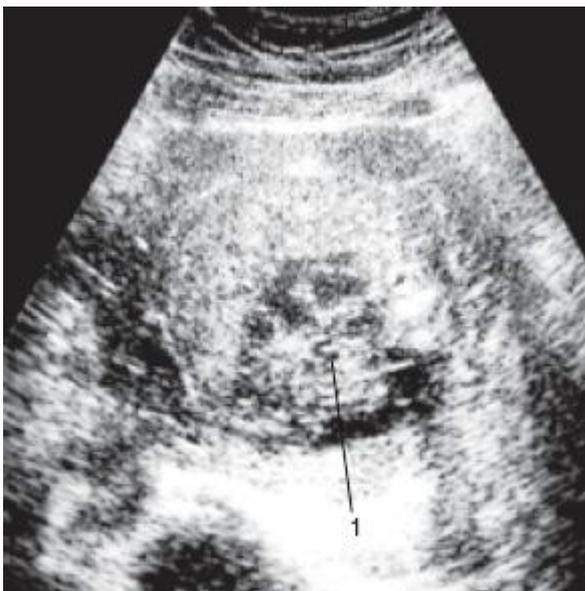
УЗИ - Мультикистоз правой почки плода
